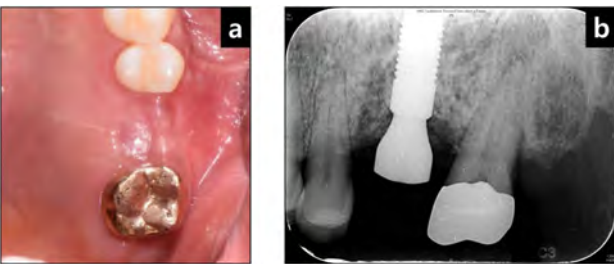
(a) In clinical observation, good healing state is obtained. (b) 5 months later, considerable bone regeneration is found on periapical radiograph.
